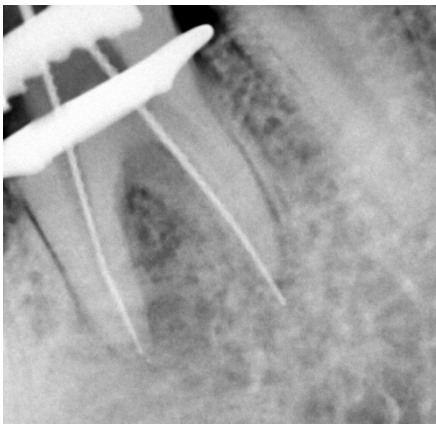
Radiografía Conductometría
